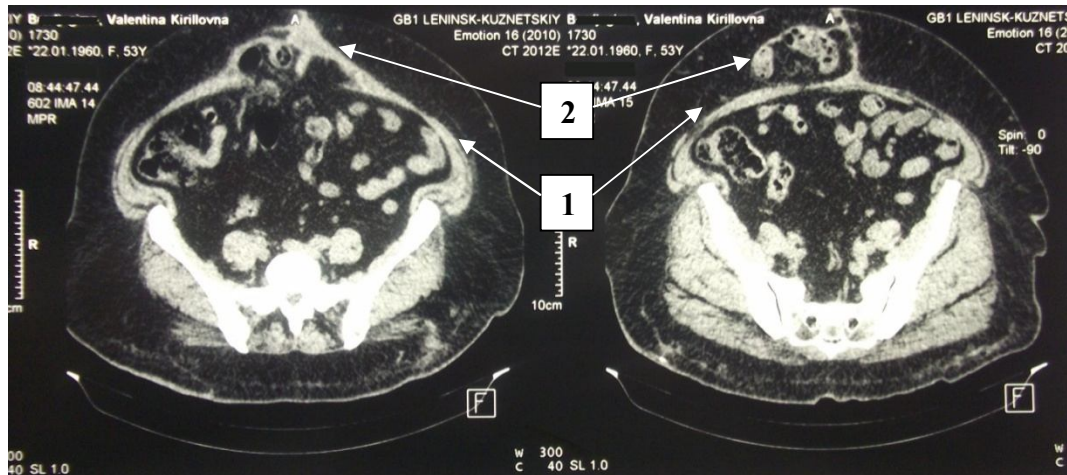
Фотография рентгенограммы МСКТ, а – сагитальный разрез, б – поперечный разрез (1 – передняя брюшная стенка, 2 – грыжа)
